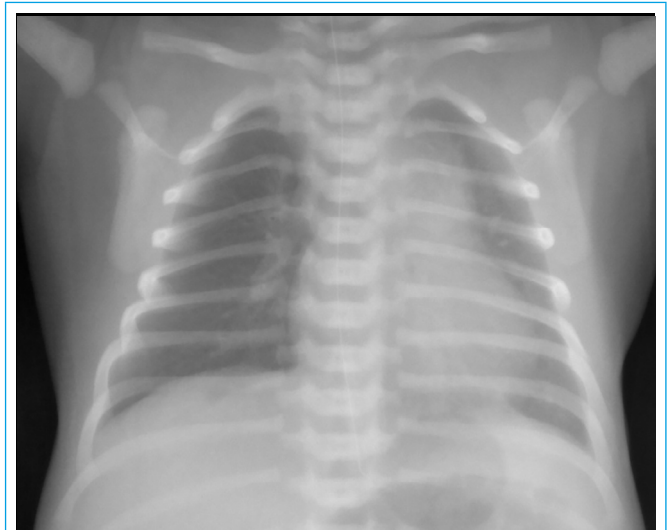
Radiografía de tórax que muestra leve hiperclaridad del pulmón derecho y un hilio pulmonar hipoplásico
